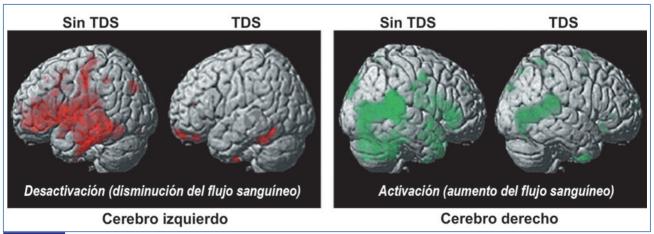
Cambios en la actividad neuronal en respuesta a un video erótico en mujeres con o sin TDS evaluado mediante PET. La activación disminuida, observada en el hemisferio izquierdo, se muestra en rojo. La activación aumentada, observada principalmente en el hemisferio derecho, se muestra en verde. Se observó una desactivación mínima en el hemisferio derecho y mínima activación en el hemisferio izquierdo. *Adaptado de Sex.Med. Rev. 55*.
